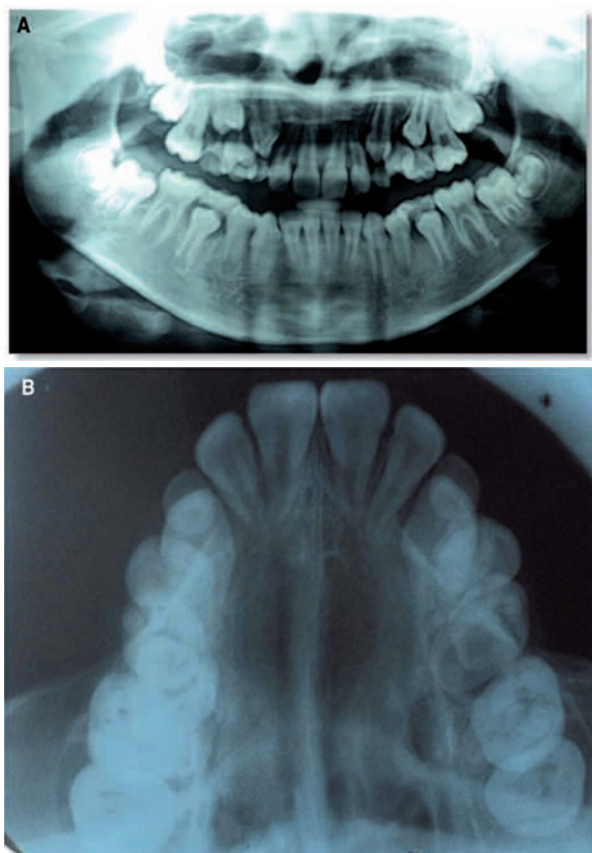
Panoramic radiography and maxillary occlusal radiography, bone damage is not observed.
